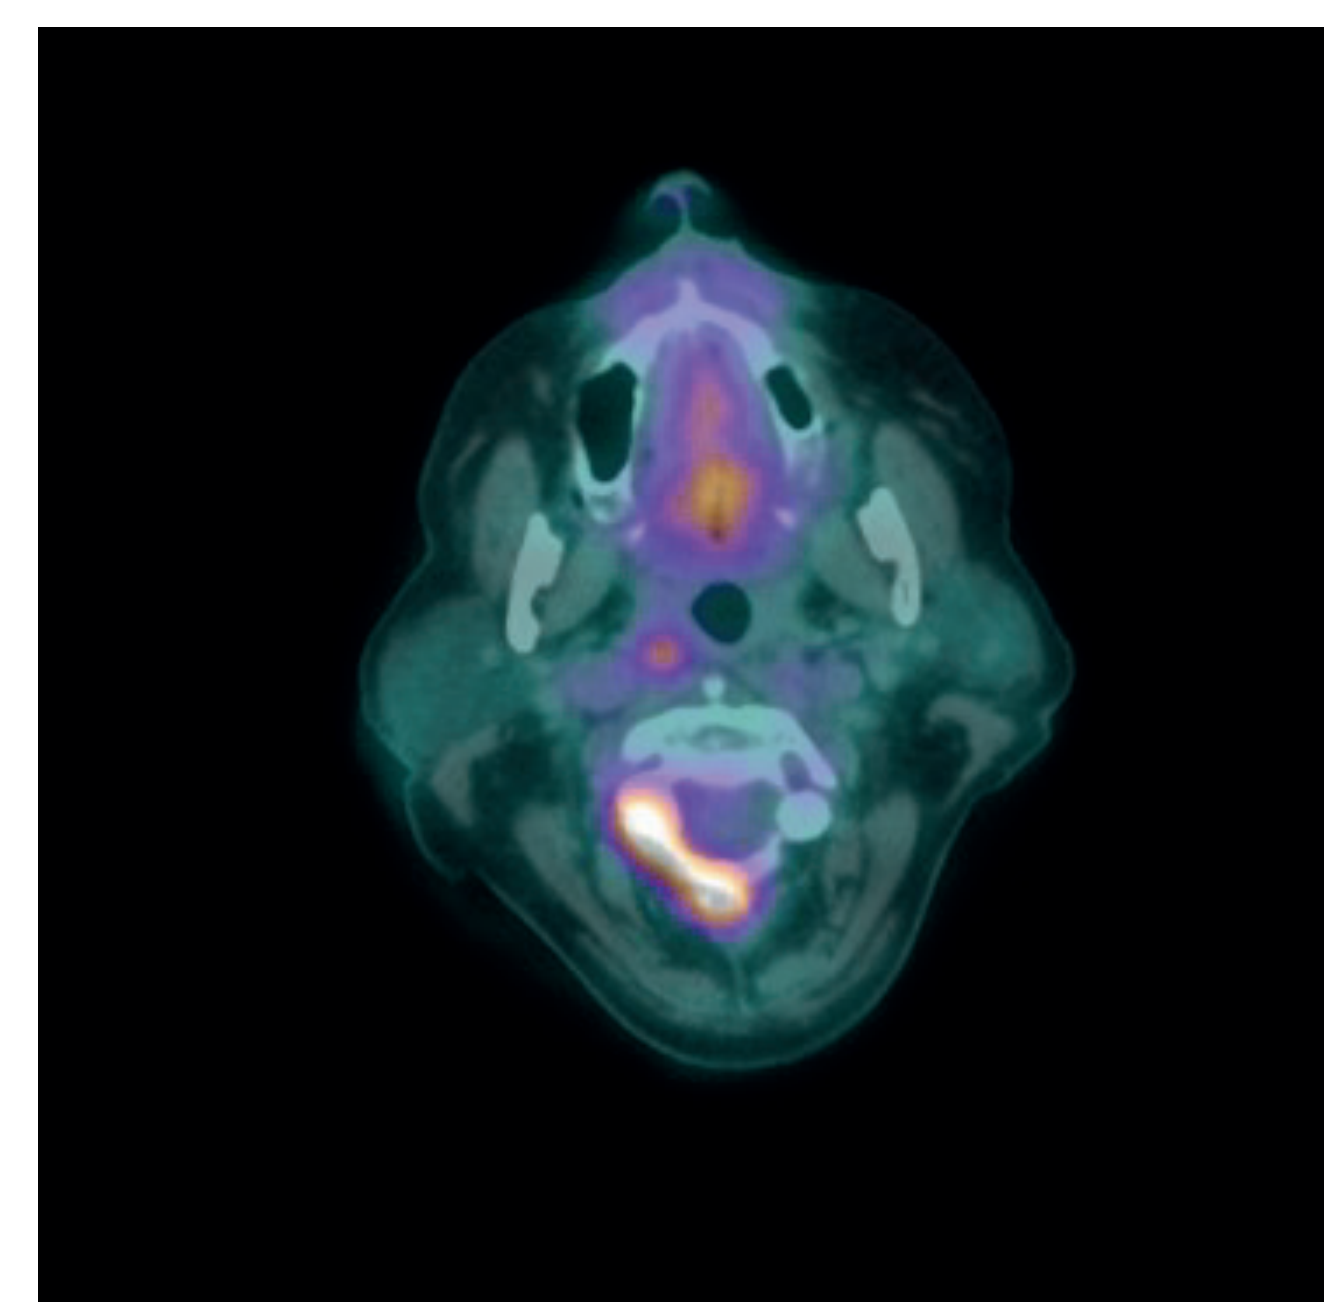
Particolare TC/PET
